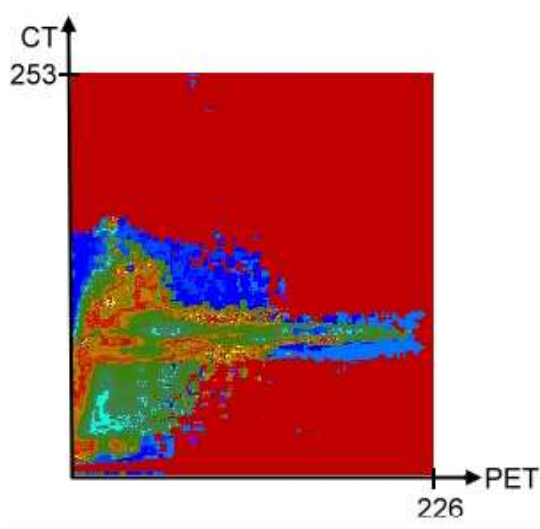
Das ermittelte klassifizierte Histogramm im Falle der Erzeugung einer multiintensitätsbasierten Spatialized Transfer Function des registrierten Ganzkörper PET und CT Datensatzes auf Basis eines Klassifikationsradius von 1155.
